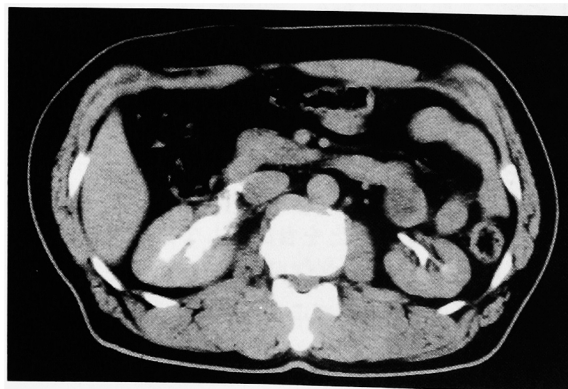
Abdominal CT scan following IVP demonstrates the right peripelvic extravasation (Case 2).
